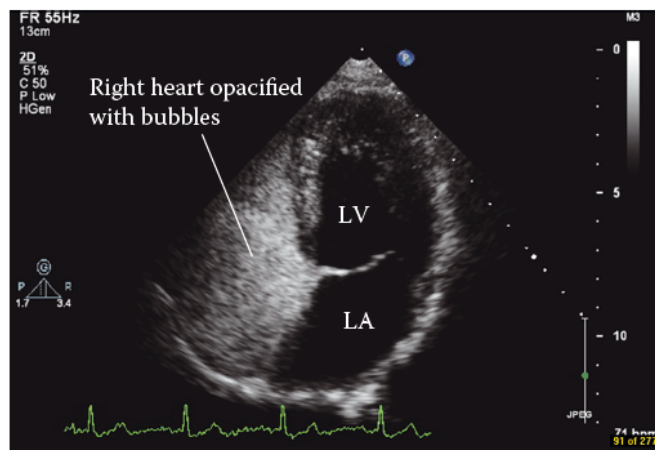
Ecocardiograma com contraste de soro salino agitado com opacificação das cavidades direitas (adaptado de Houghton, 2013).
